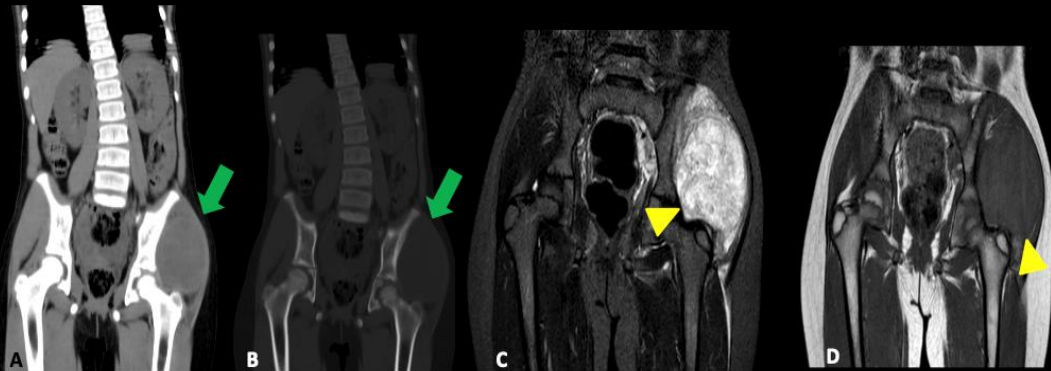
SE em púbis direito em paciente de 9 anos (A e B) e 7 anos (C). A TC (A e B) mostra lesão expansiva, com componente intra e extra-ósseos, com reação periosteal (seta). Nas imagens de RM em STIR (C), é possível ver lesão com sinal heterogêneo e áreas císticas de permeio (cabeça de seta).
